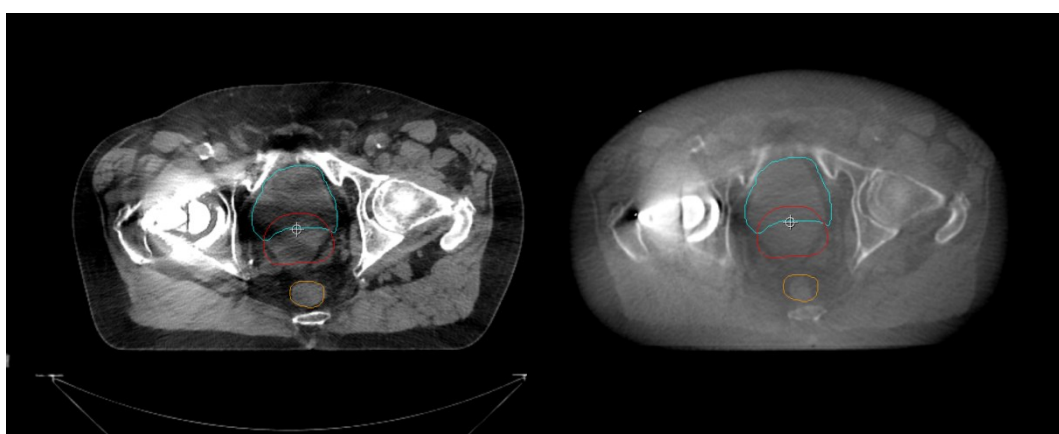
Paziente B. Immagine Simul-CT (sn) ed immagine kV-CBCT
